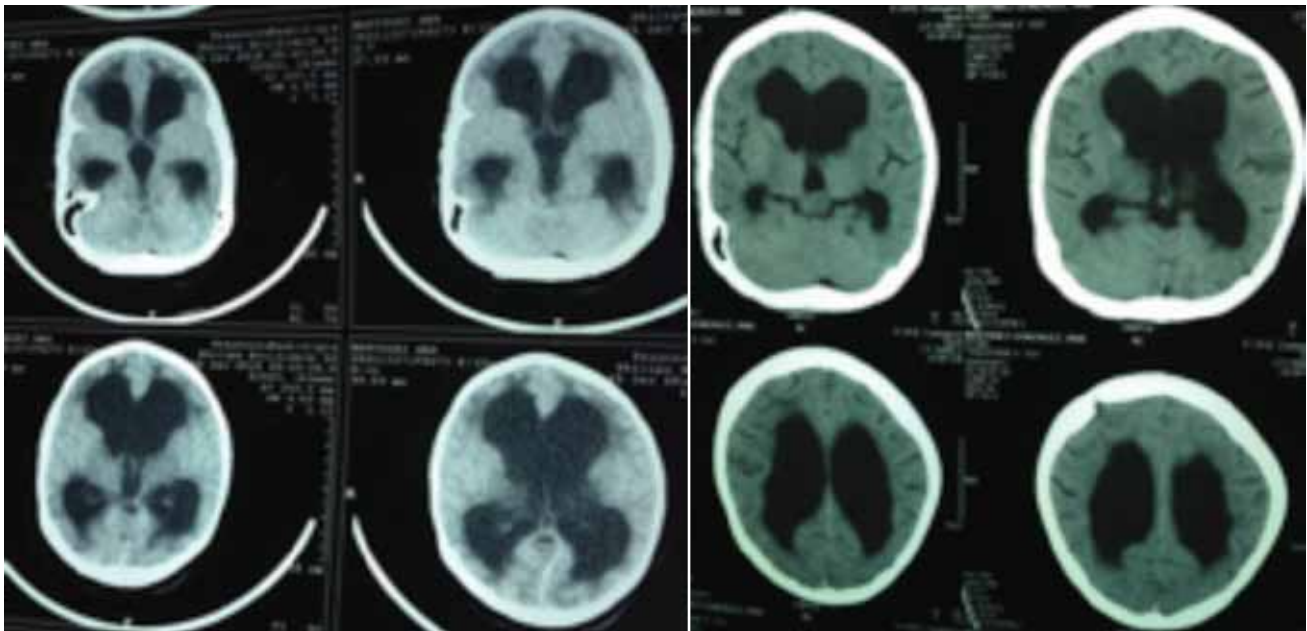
TAC de cráneo simple (pre quirúrgico); a. Dilatación del sistema ventricular, con edema trans endependimario y borramiento de surcos y cisuras. b. (control post quirúrgico) Desaparición del edema trans endependimario, estabilización del tamaño ventricular y aparición de surcos y cisuras.
